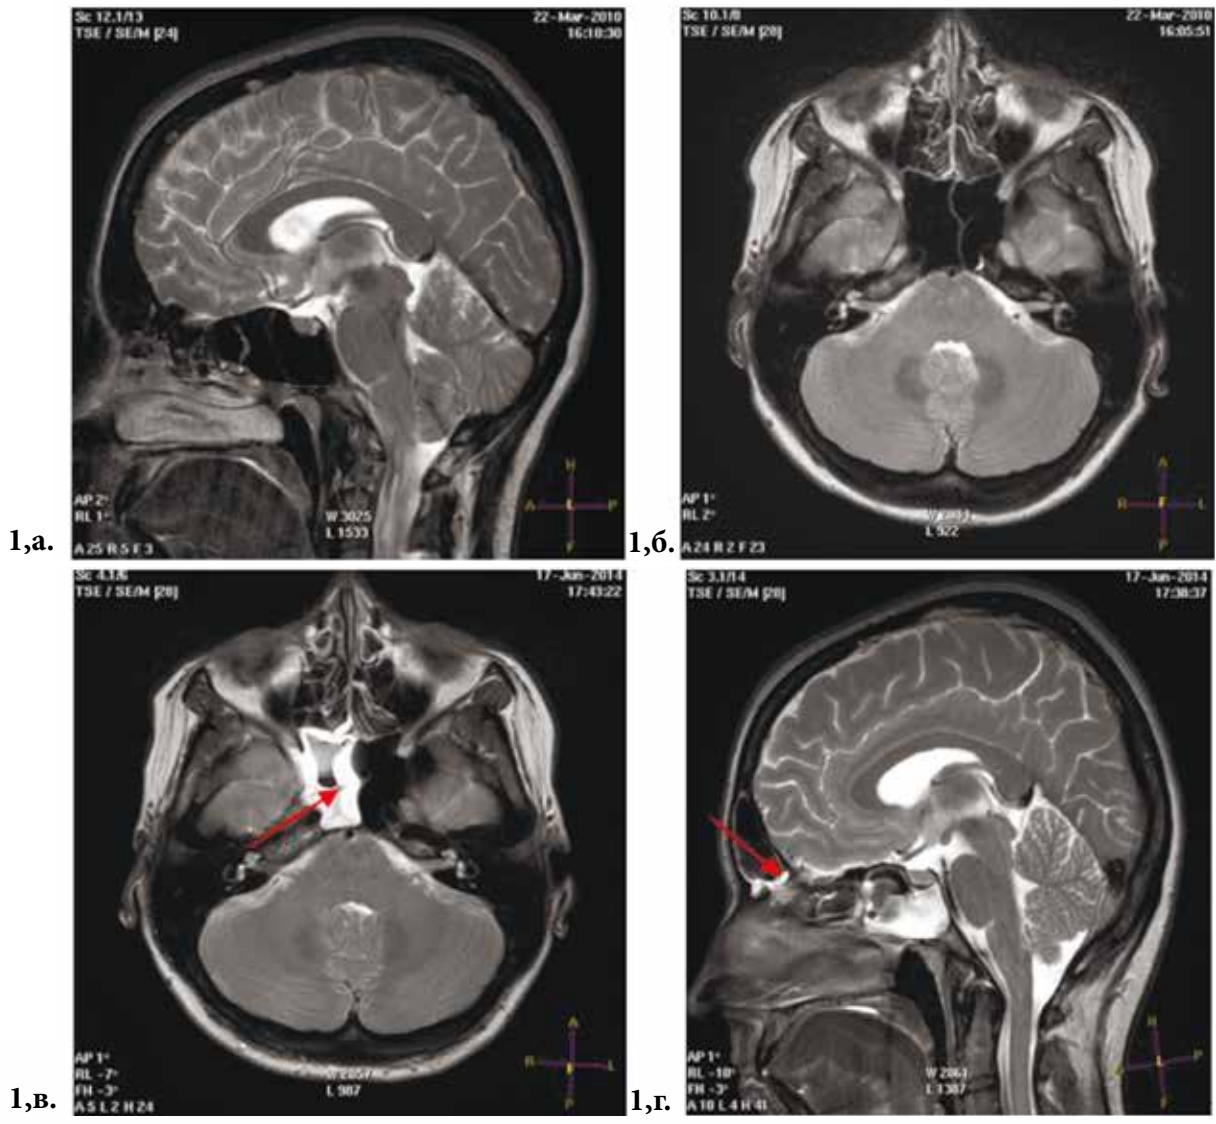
МРТ головного мозга
